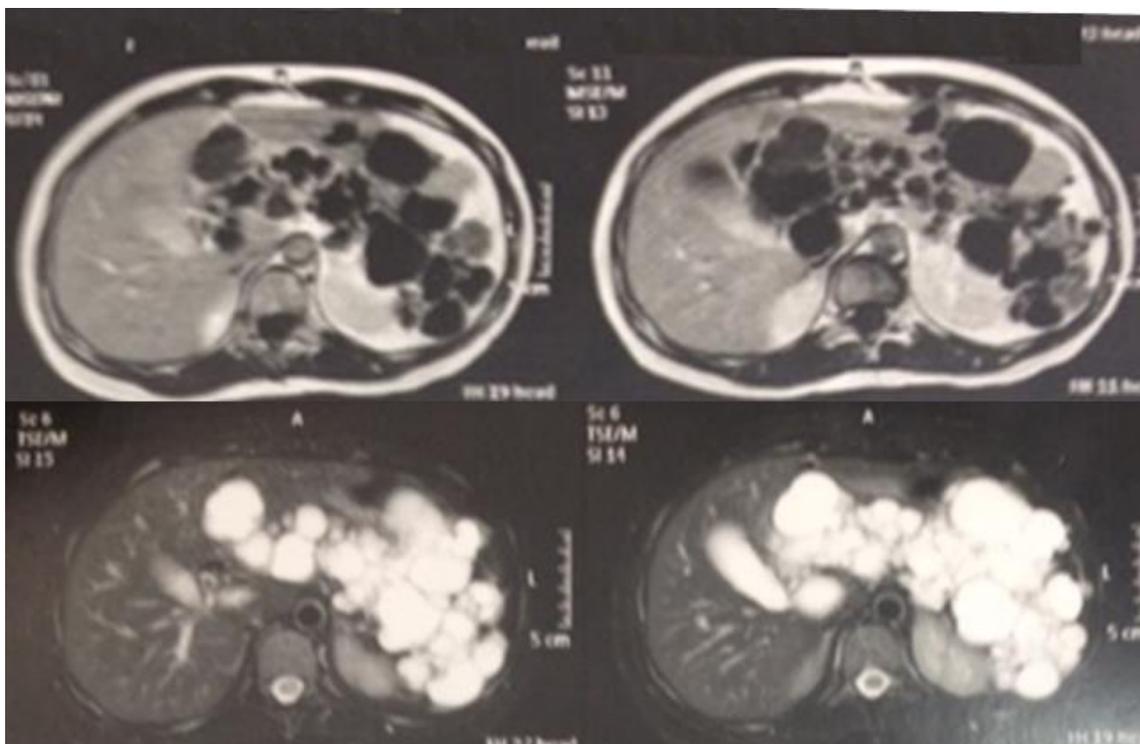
Tomografia de abdômen mostrando múltiplas lesões císticas em pâncreas de paciente portadora de VHL.
